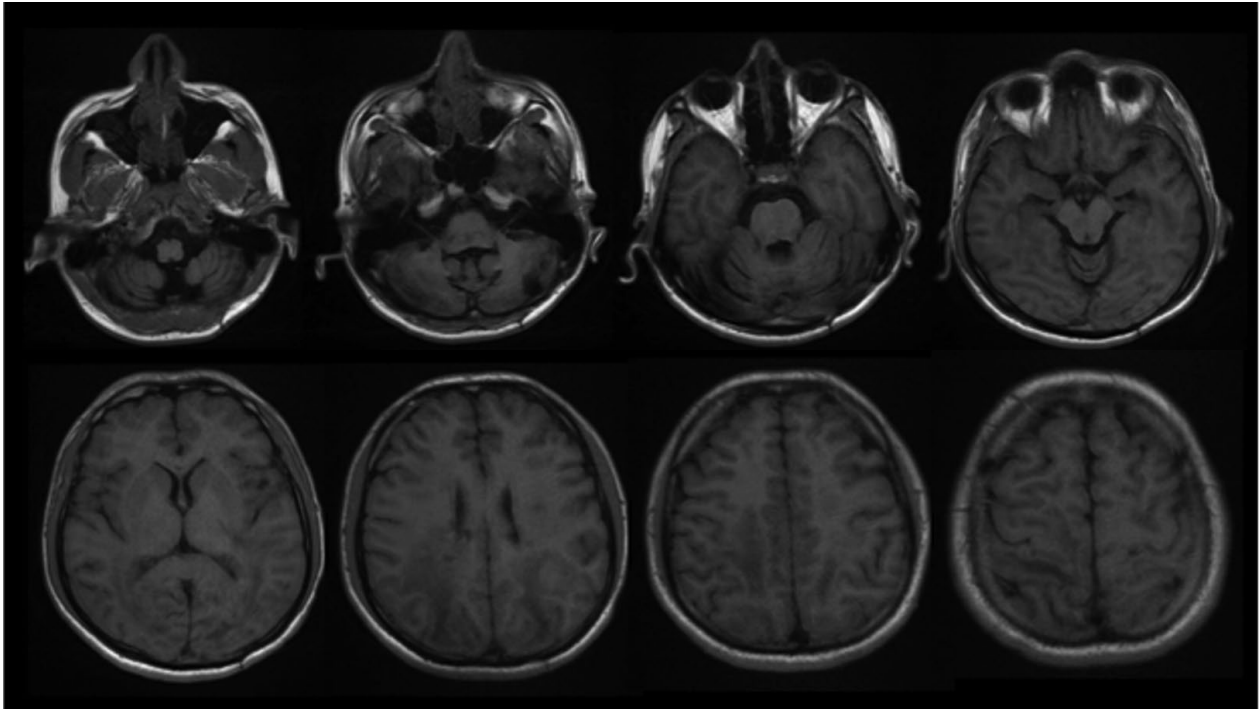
RM T1 (misma fecha de la Figura 2), se observa aparente normalidad en el parénquima cerebral.
